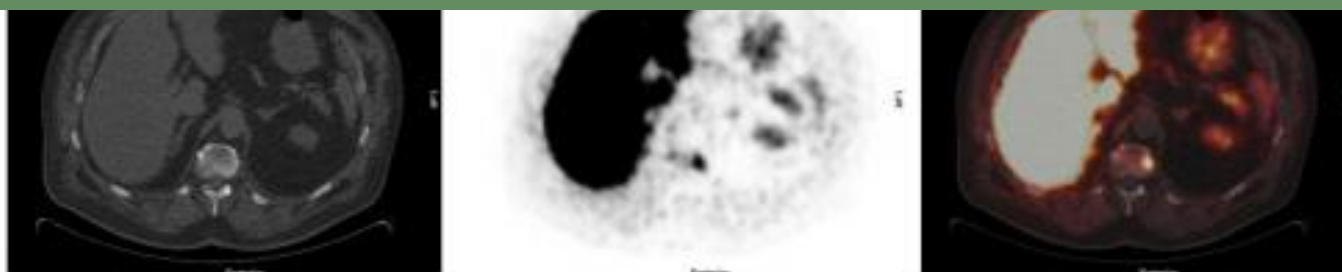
75 year old patient under of primary prostate cancer and increasing PSA > 40 ng/ml, referred for [¹⁸F]choline PET/CT for primary staging due to multiple negative biopies. [¹⁸F]choline PET/CT revealed advanced disease with multilocular prostate cancer, lymph node metastasis and bone metastasis (A 1-3) CT scan, (B 1-3) PET scan, (C 1-3) PET/CT fused images.
